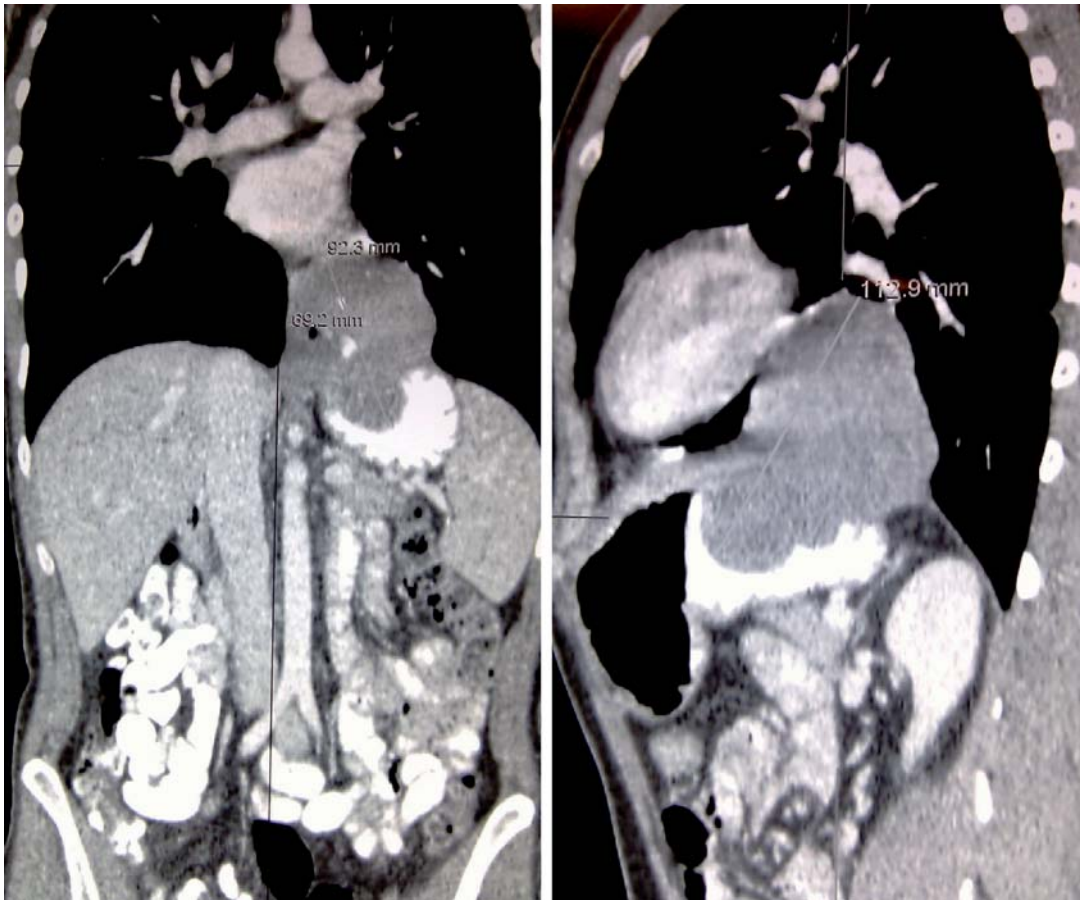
TAC toracoabdominal: visualización del tumor esofagogástrico en corte coronal y sagital y relación con estructuras adyacentes.
